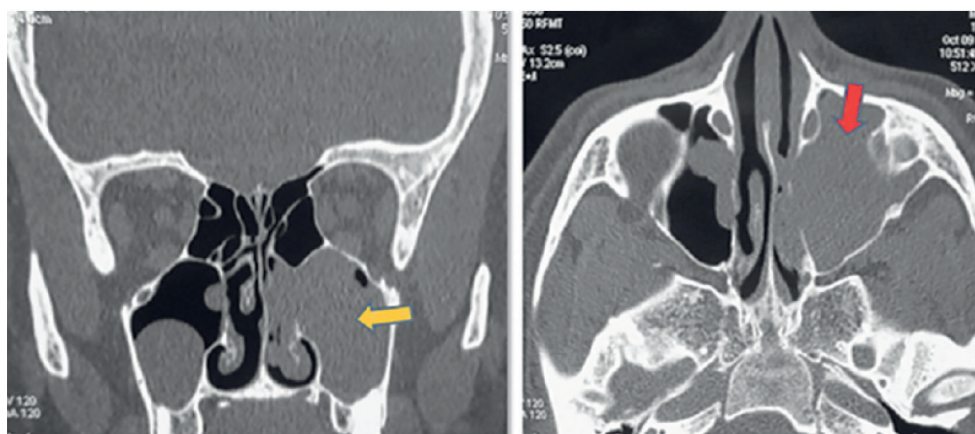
Пациент Б., 28 лет. Компьютерная томография (КТ) в коронарной (А) и аксиальной проекциях (В): инвертированная папиллома (ИП), заполняющая верхнечелюстную пазуху и левую носовую полость.
